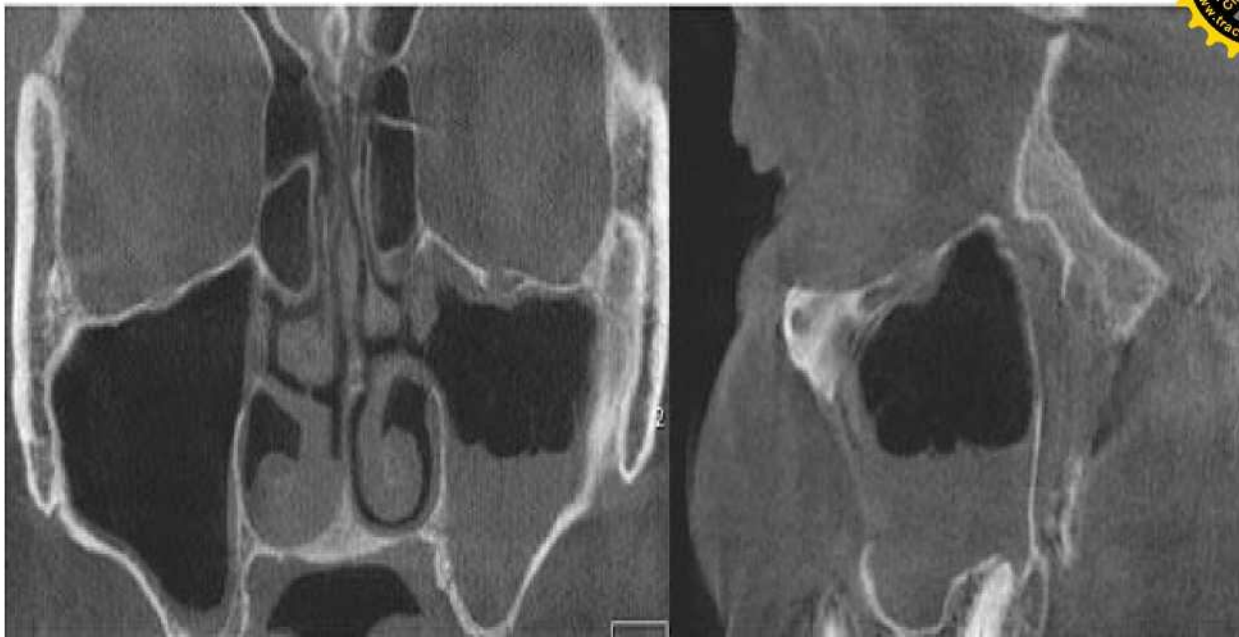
КТ картина при хронических РС, гипертрофия носовых раковин.
